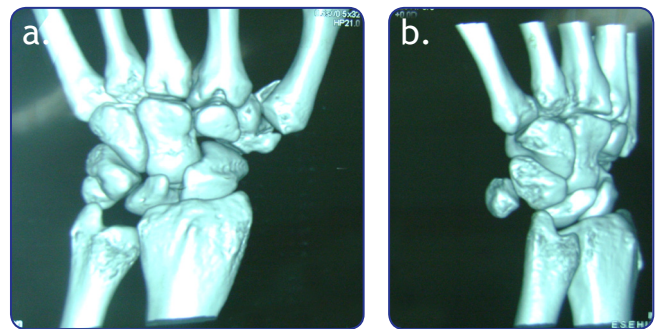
a, b, c, d. Tomografía axial computarizada que muestra una luxofractura trapeciometacarpiana y una fractura lateral del trapecio ipsilateral.
